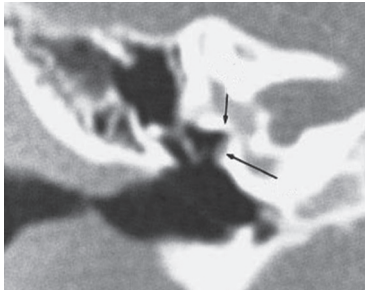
TC de alta resolução da orelha esquerda (caso 2) revelando ausência de janela oval e alteração no percurso do nervo facial.
